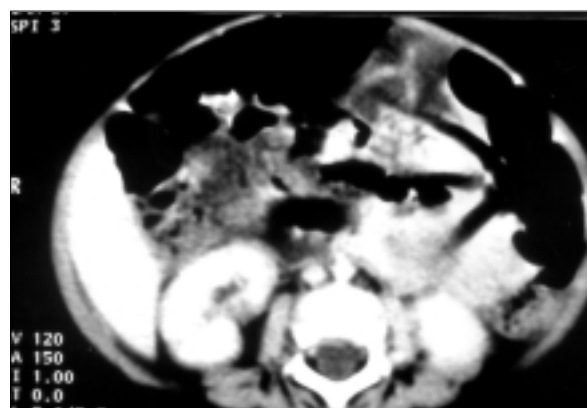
TAC de abdomen después del tratamiento.
